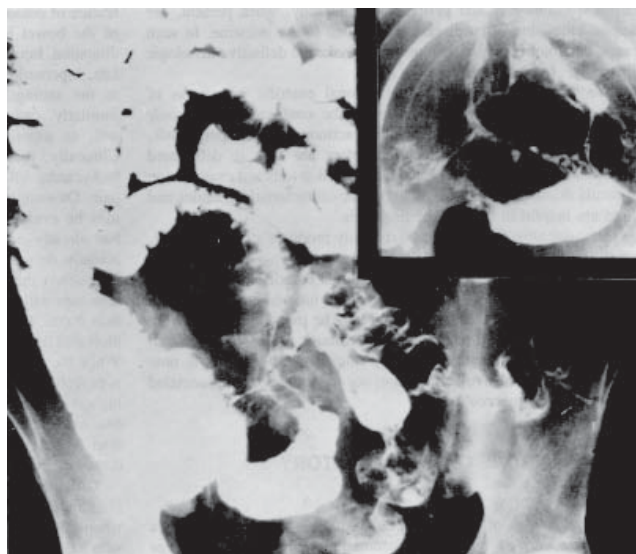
Enterită regională. Radiografie evidențiind fistule între ansele intestinale. Figura din colțul din dreapta sus prezintă o vedere generală a zonei; de remarcat fistulele între ansele adiacente ale colonului.
